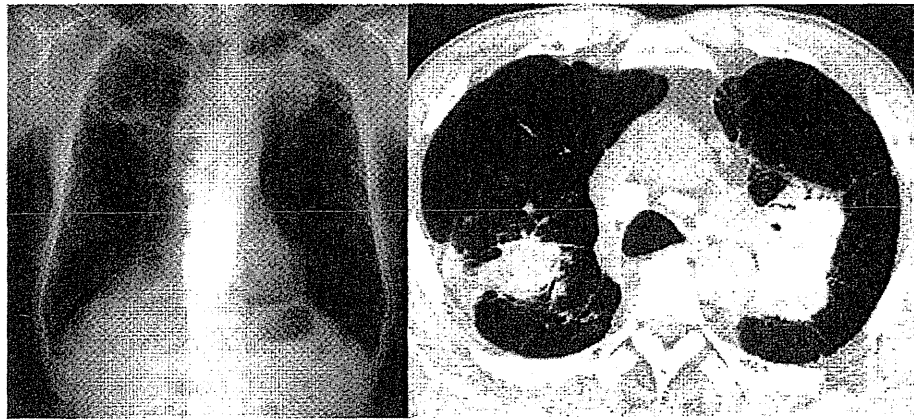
珪肺の進行性塊状線維化巣（塵肺X線分類・大陰影）：肺癌としばしば間違われる。
